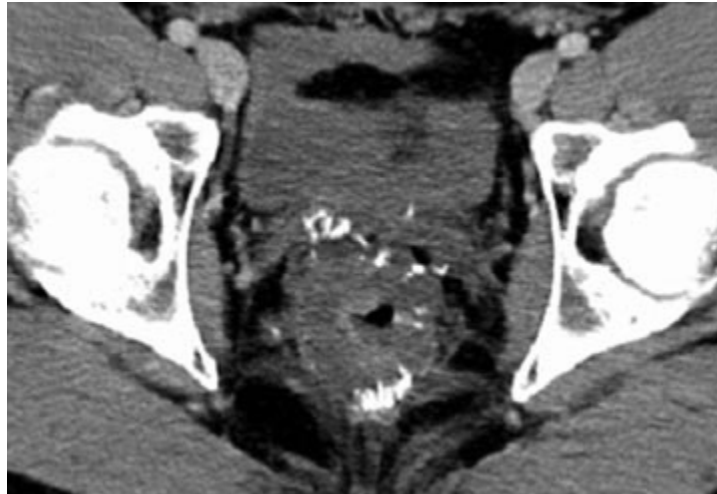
Adénocarcinome rectal mucineux stade pT4. TDM injecté, plan axial. Épaississement pariétal rectal marqué hypodense avec des calcifications de la paroi rectale. Envahissement de la vésicule séminale droite
